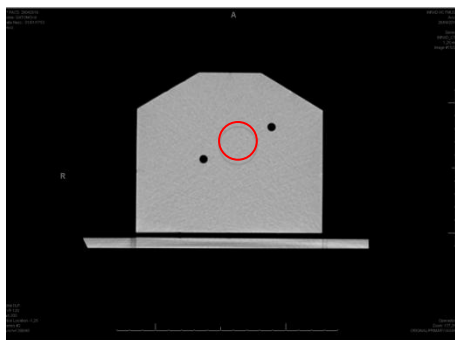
Análise da uniformidade e ruído. Em vermelho, a posição do ROI em que são coletados os dados de ruído e número CT.
